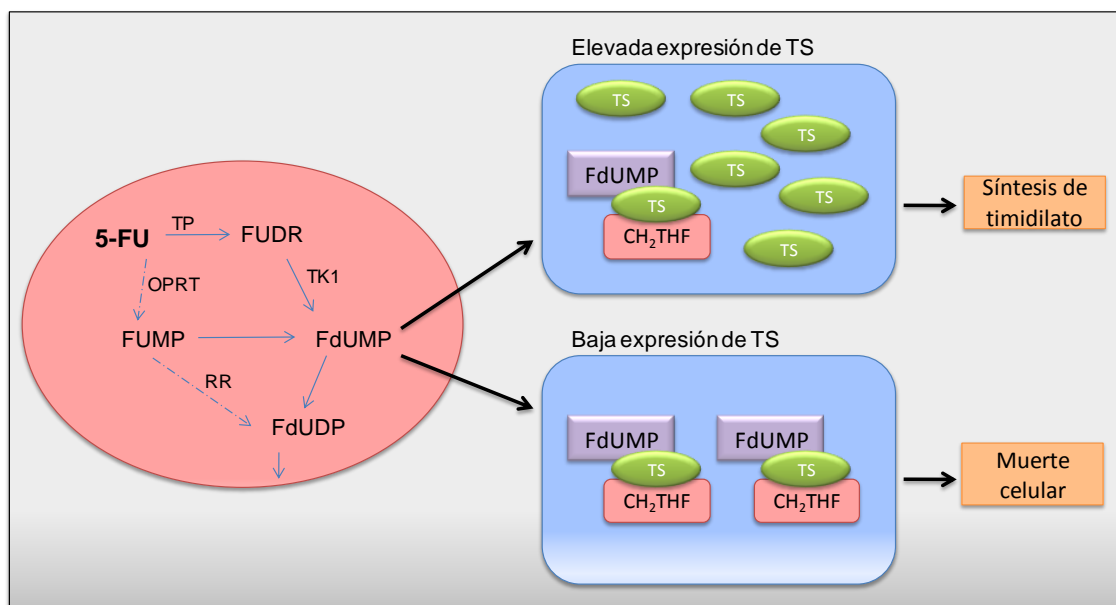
Ruta de síntesis de FdUMP y mecanismo de inhibición de TS. En la parte izquierda de la figura se muestra un resumen de la ruta metabólica de síntesis de FdUMP. TP: timidina fosforilasa; TK1: timidina quinasa; OPRT: orotato fosforribosiltransferasa; RR: ribonucleótido reductasa. En la parte derecha arriba se expone uno de los mecanismos más importantes de resistencia al 5-FU. Un elevado número de moléculas de TS se traduce en un aumento de resistencia al FdUMP. Mientras que si los niveles de TS son bajos la célula será inhibida por FdUTP causando muerte celular. Adaptado de (Showalter et al., 2008)
